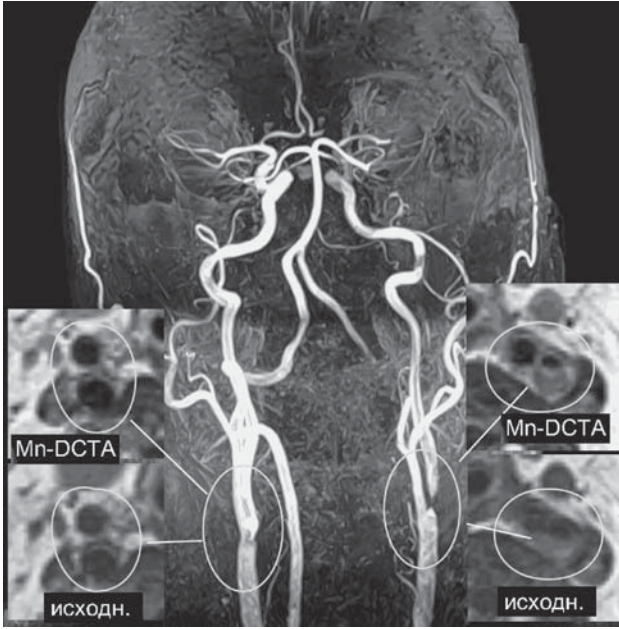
МР-ангиограмма и аксиальные томографические срезы T1-взвешенных спин-эхо МР-томограмм области шеи на уровне бифуркаций общих сонных артерий – проксимальных участков ВСА у пациента с левосторонним критическим стенозом проксимальных 12–14 мм ВСА. На боковых вкладках с каждой стороны представлены T1-взвешенные спин-эхо МР-томограммы – аксиальные срезы каротидной области до введения парамагнетика (внизу) и после введения Mn-ДЦТА (вверху). Достоверно визуализируется интенсивное накопление парамагнетика в васкуляризированных участках бляшки слева с дефектом накопления парамагнетика в области внутрибляшечного кровоизлияния в центре бляшки.
